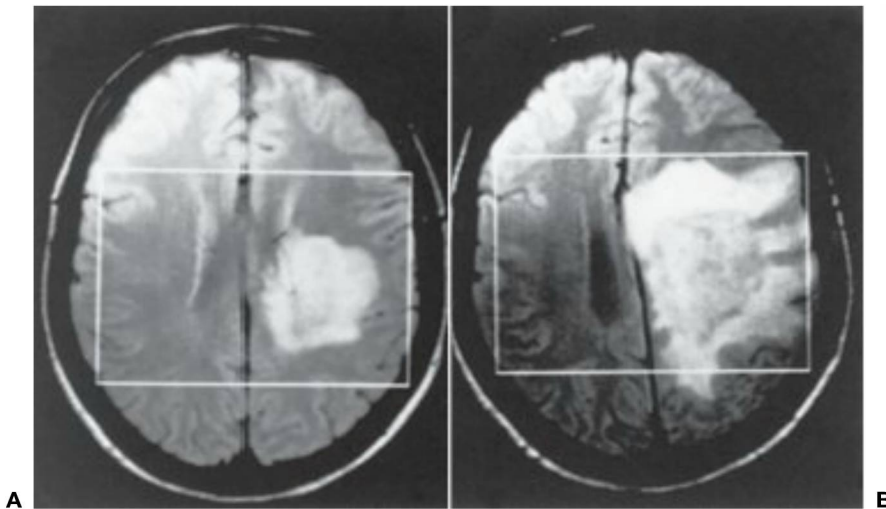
A, Imagen de resonancia magnética que muestra una extensa lesión en la sustancia blanca, inicialmente sin efecto masa, en una mujer joven con hemiplejía derecha desarrollada a lo largo de 5 días. B, Notable aumento del tamaño de las lesiones con efecto masa y edema asociado 1 mes después mientras se encontraba en tratamiento con corticosteroides y en el momento en que las deficiencias mostradas en la exploración clínica estaban mejorando. La biopsia mostró evidencias de desmielinización.
